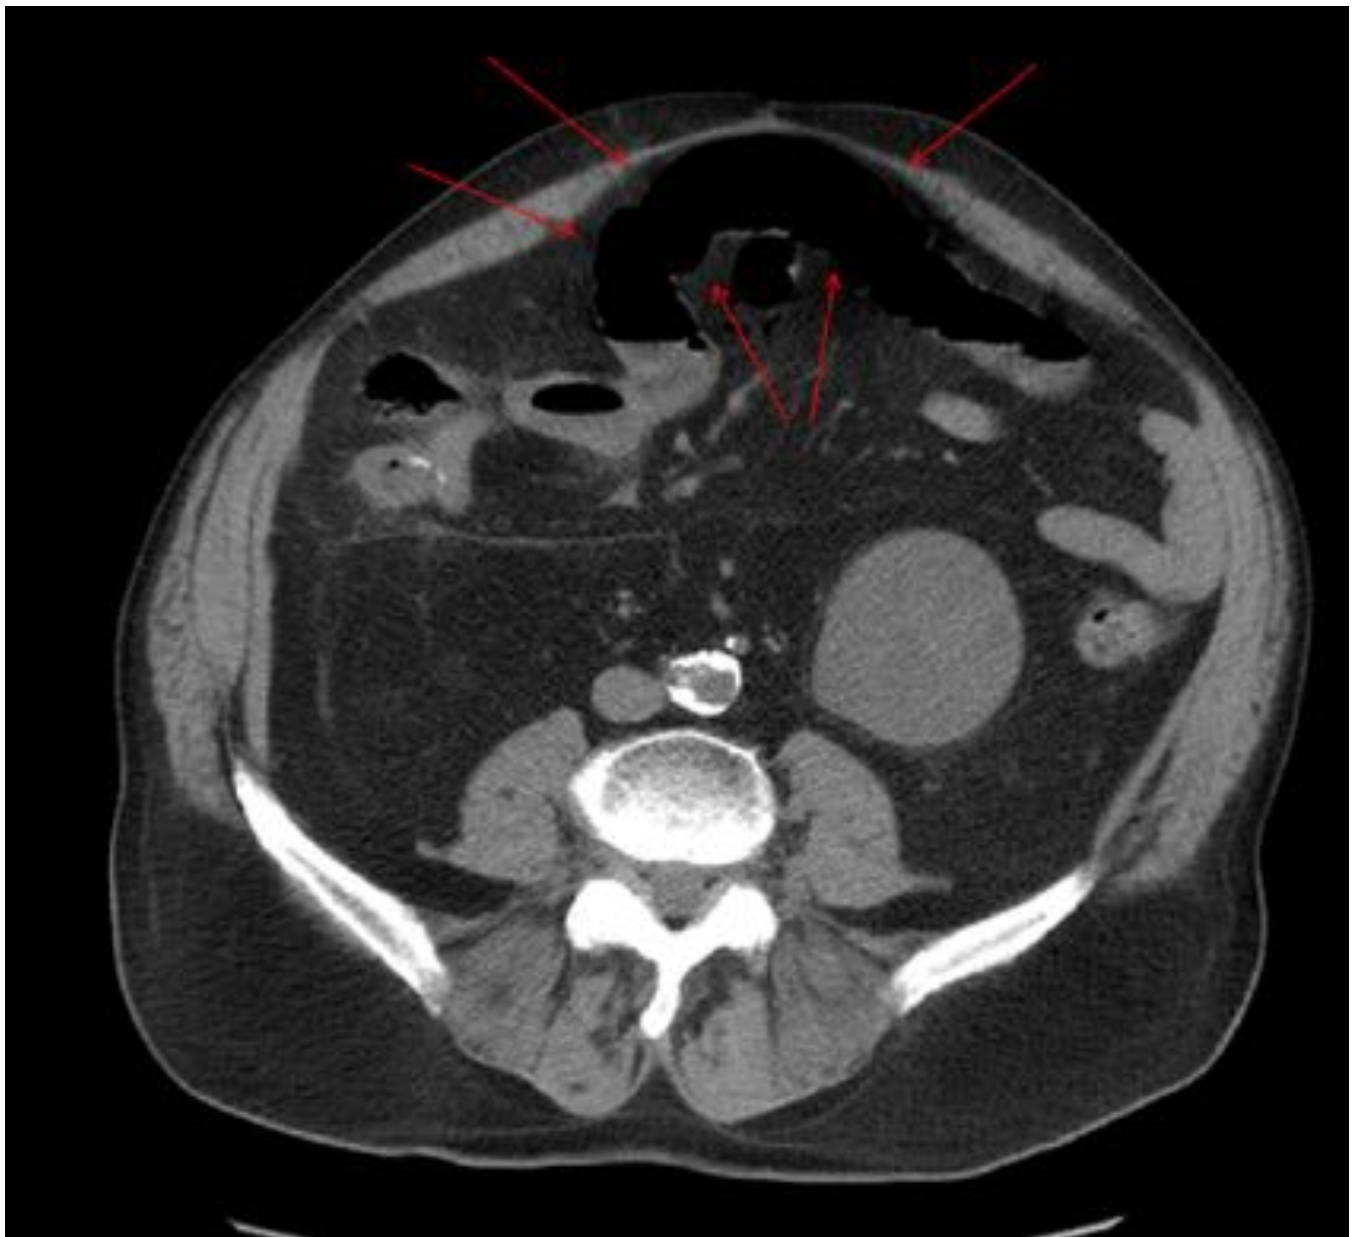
Adelgazamiento mural (signo de la pared en "papel de fumar"). TC sin contraste I.V. realizado por sospecha de isquemia mesentérica, en el que se observa un marcado adelgazamiento de la pared del asa marcada por las flechas, la cual apenas se distingue.
